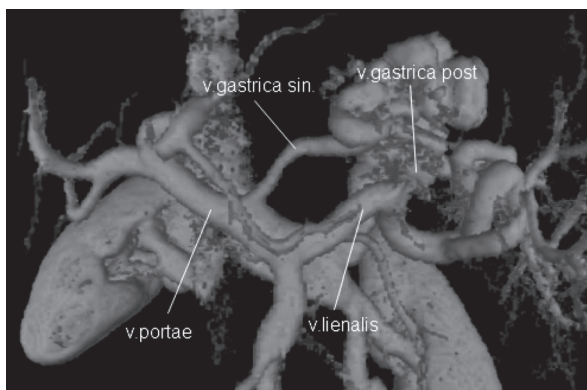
Компьютерная ангиотомограмма с частичной 3D-реконструкцией портального бассейна и венных коллекторов желудка
